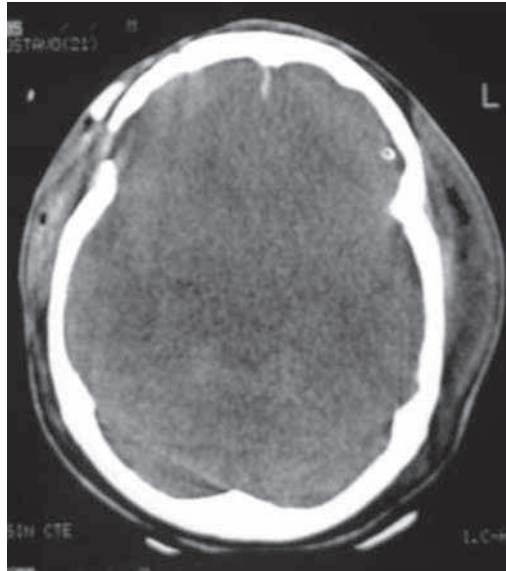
TC en TEC: Fractura de cráneo e importante edema: borramiento de surcos y cisuras de la convexidad, cisternas peritroncales y pérdida de diferenciación entre sustancia gris y blanca
